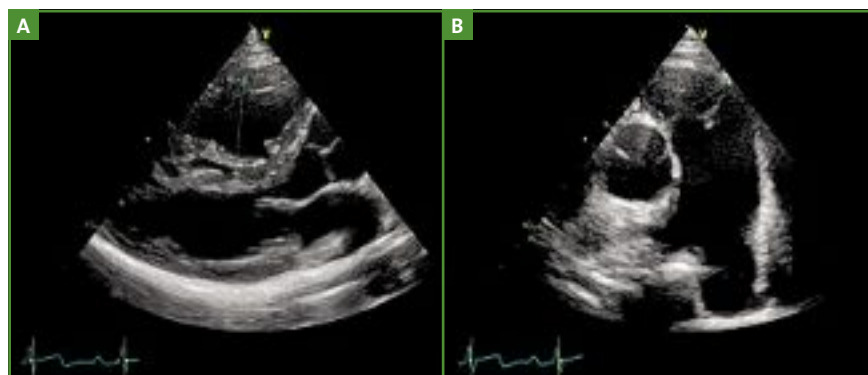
Mesure des dimensions de la chambre de chasse du ventricule droit. Diamètre proximal sur une coupe parasternale grand axe (A) et diamètre distal permettant une mesure du débit pulmonaire, avec en aval le départ de l'artère pulmonaire et les deux artères pulmonaires (B).
